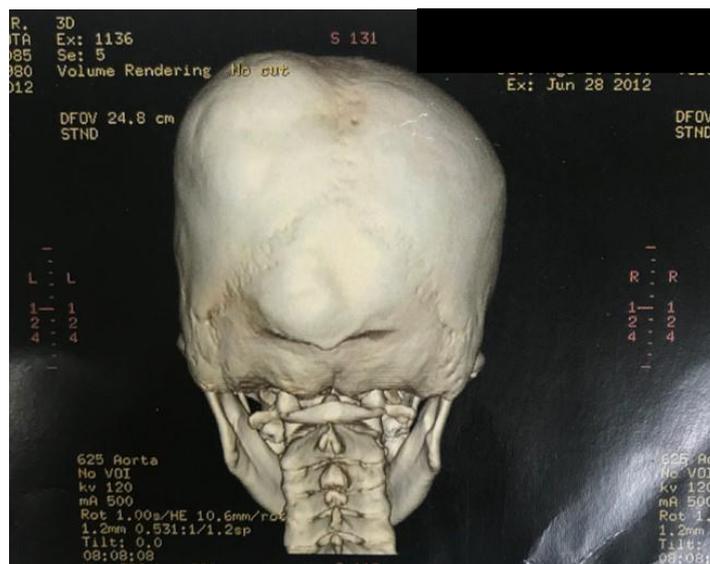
Vista posterior de reconstrução em 3D da tomografia computadorizada demonstrando aumento de volume ósseo nos ossos parietal esquerdo e occipital.
